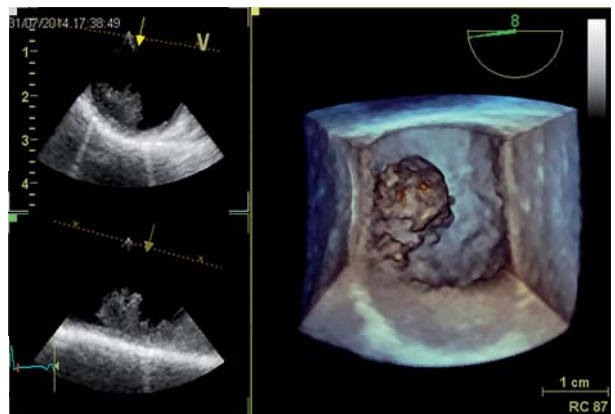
Ecocardiograma transesofágico. Aorta descendente con imagen endoluminal de 1,5 cm en su mayor espesor, heterogénea, no móvil, adherida a gran parte de la circunferencia del origen de la arteria subclavia (flechas). Se prolonga en dicha arteria 4,7 cm con imagen móvil filiforme de 1 cm x 2 mm. Se constata gradiente de 36 mmHg.
